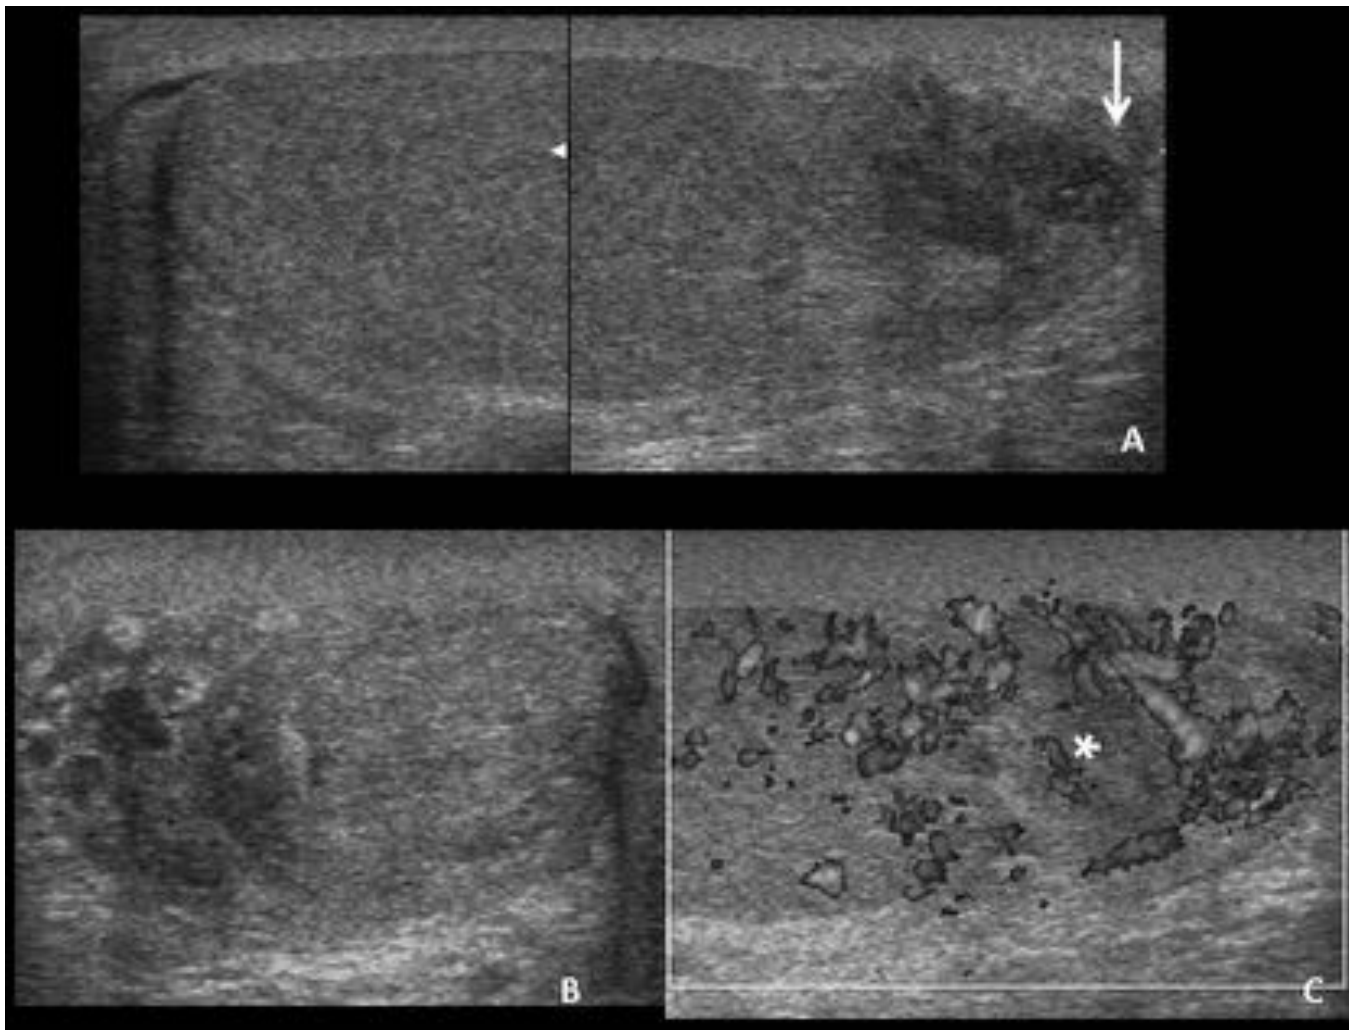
Rotura testicular. Dolor testicular tras un traumatismo directo. Imágenes del testículo en longitudinal (A) y del polo inferior en axial (B). Heterogeneidad del parénquima con zonas hipoecoicas, deformidad del contorno testicular e interrupción de la túnica albugínea (flecha). El Doppler color (C) demuestra zonas parcheadas avasculares , secundarias a isquemia o hematoma (*).
